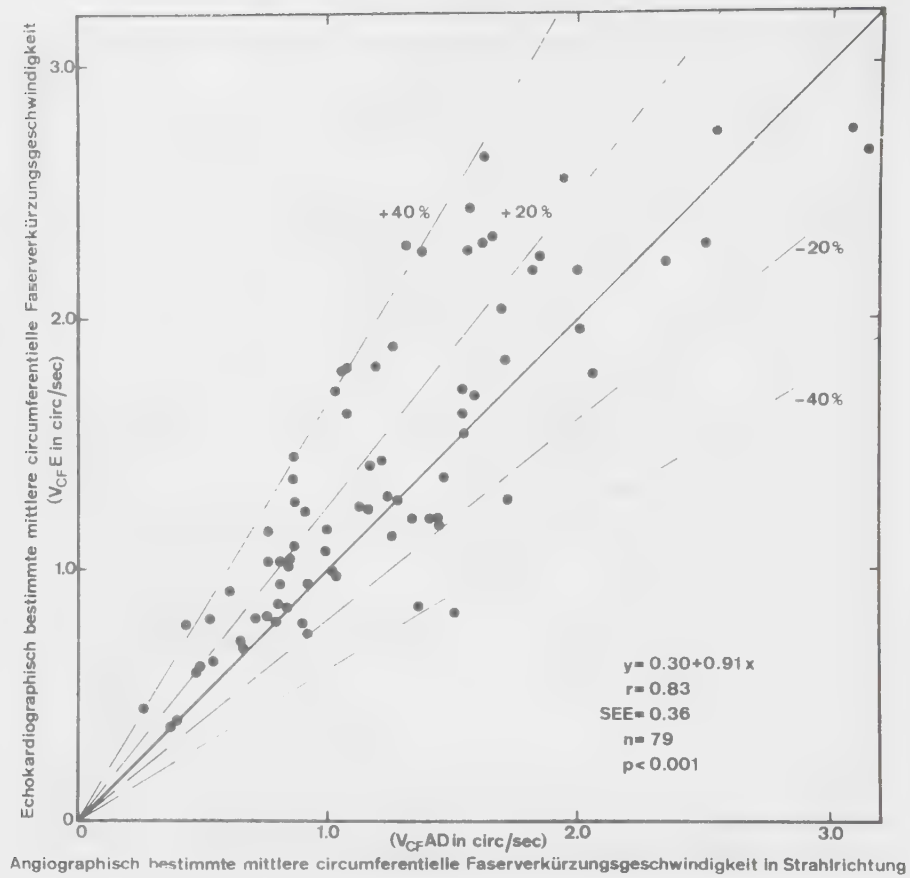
Vergleich der echokardiographisch ($V_{CF\ E}$) mit der angiokardiographisch in Strahlrichtung ($V_{CF\ AD}$) bestimmten systolischen circumferentiellen Faserverkürzungsgeschwindigkeit.
